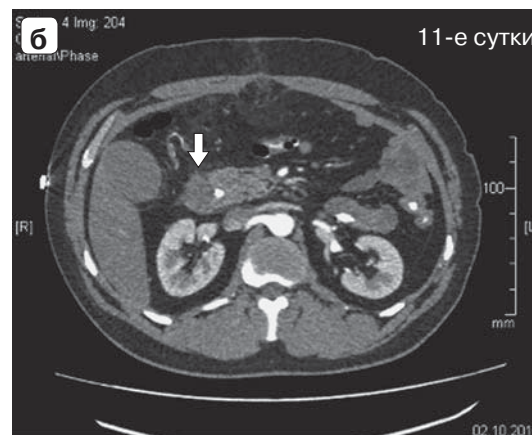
Компьютерные томограммы. Инсулинома головки ПЖ (стрелка): а — до процедуры; б — 11-е сутки после МВА; в — 25-е сутки после МВА; г — через 2 мес после МВА.
